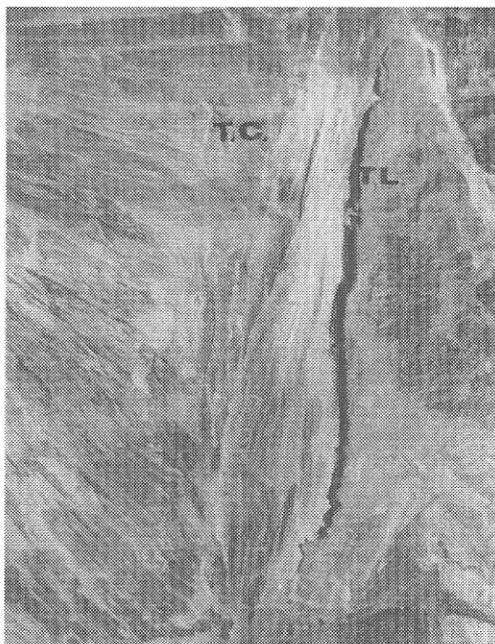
Músculo esternal direito. Observa-se na extremidade cranial a sua forma de bíceps. TC: tendão porção curta; TL: tendão porção longa.
